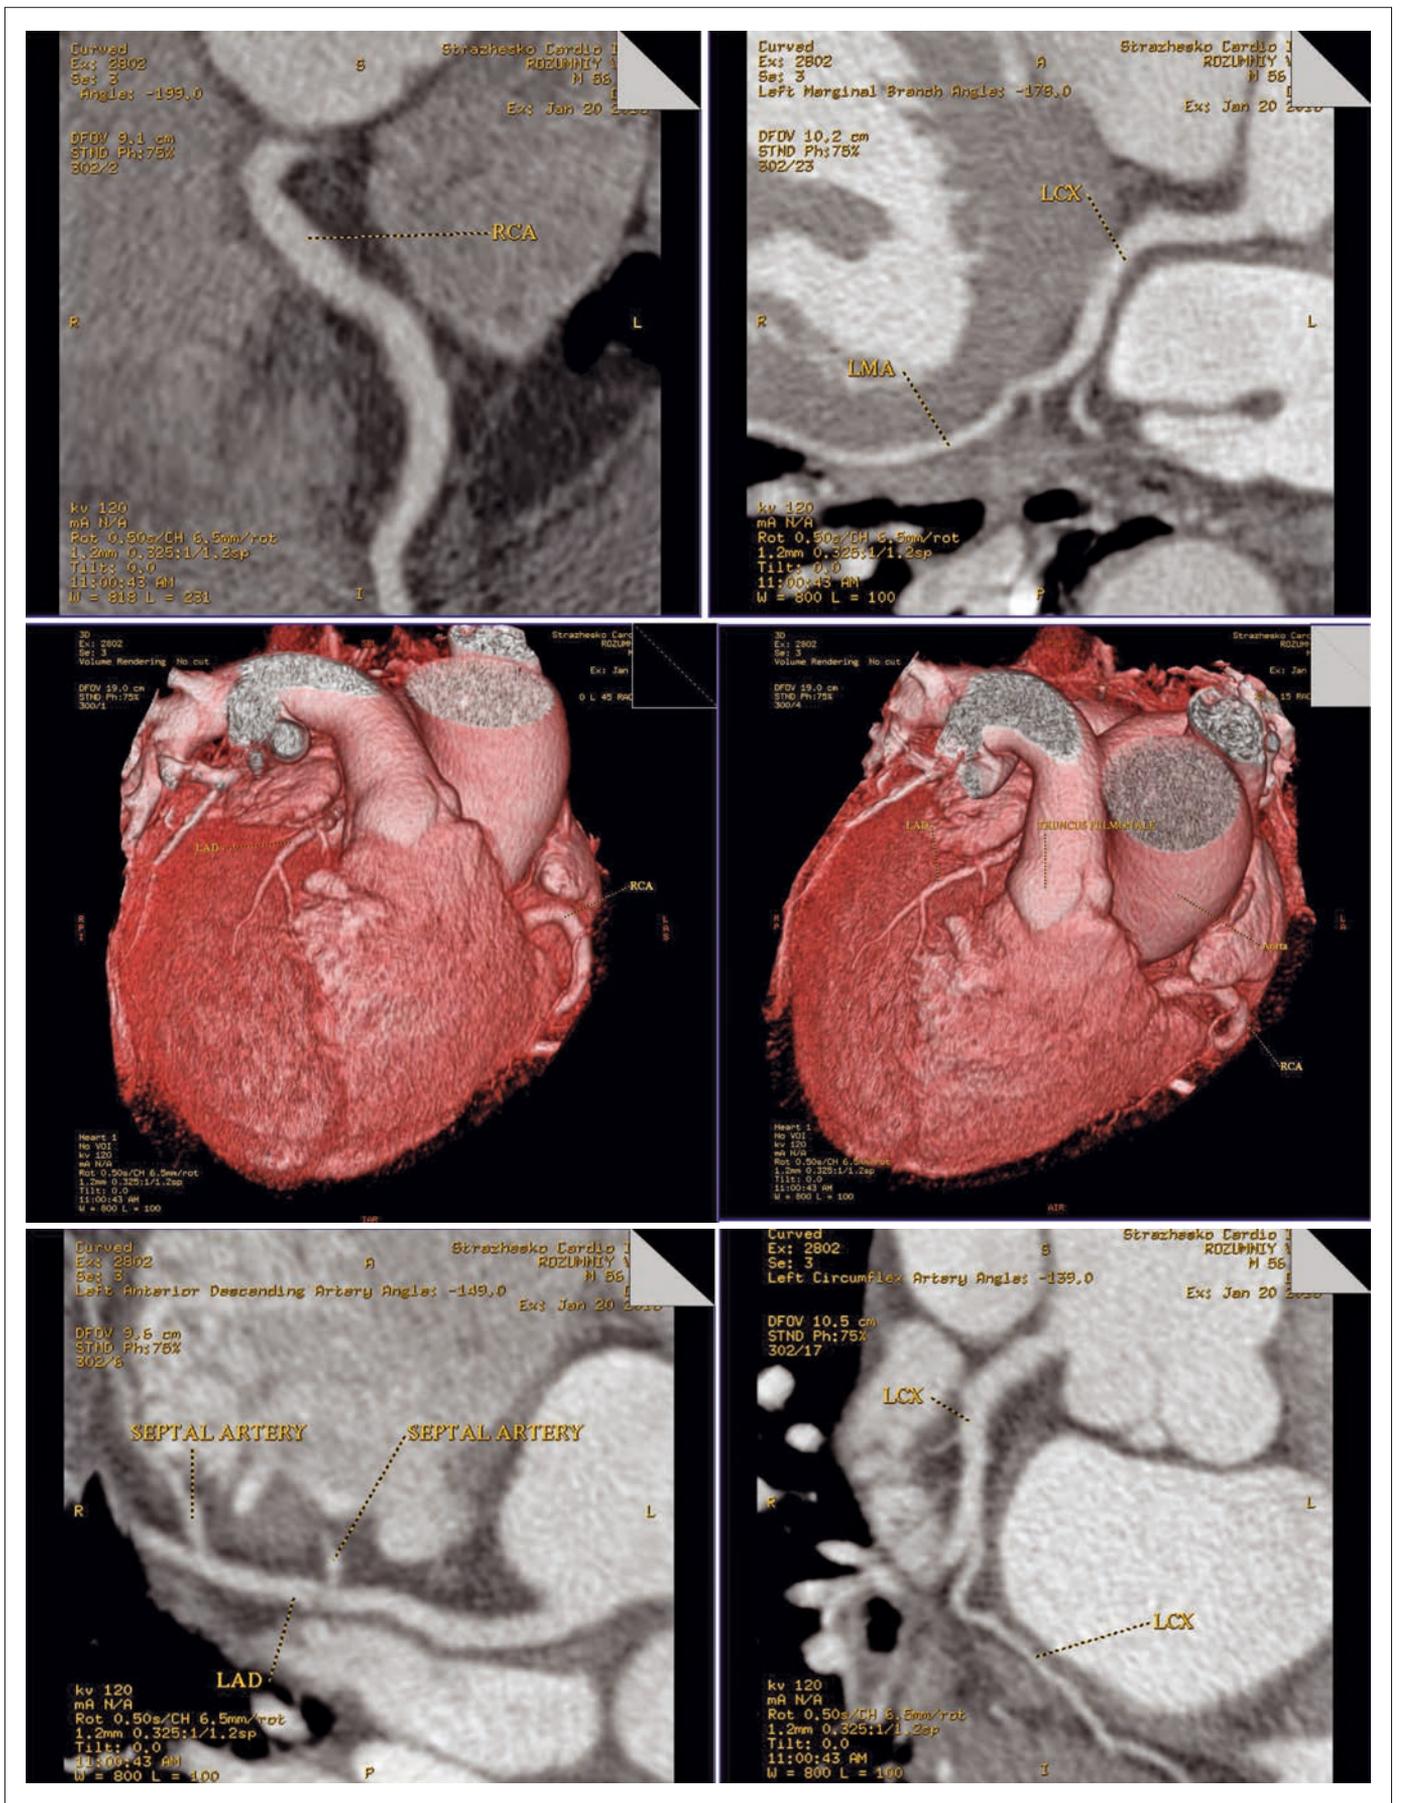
КТ-изображения коронарных артерий (правой коронарной артерии, огибающей ветви ЛКА и их ветвей) без признаков атеросклеротического и стенотического поражения
